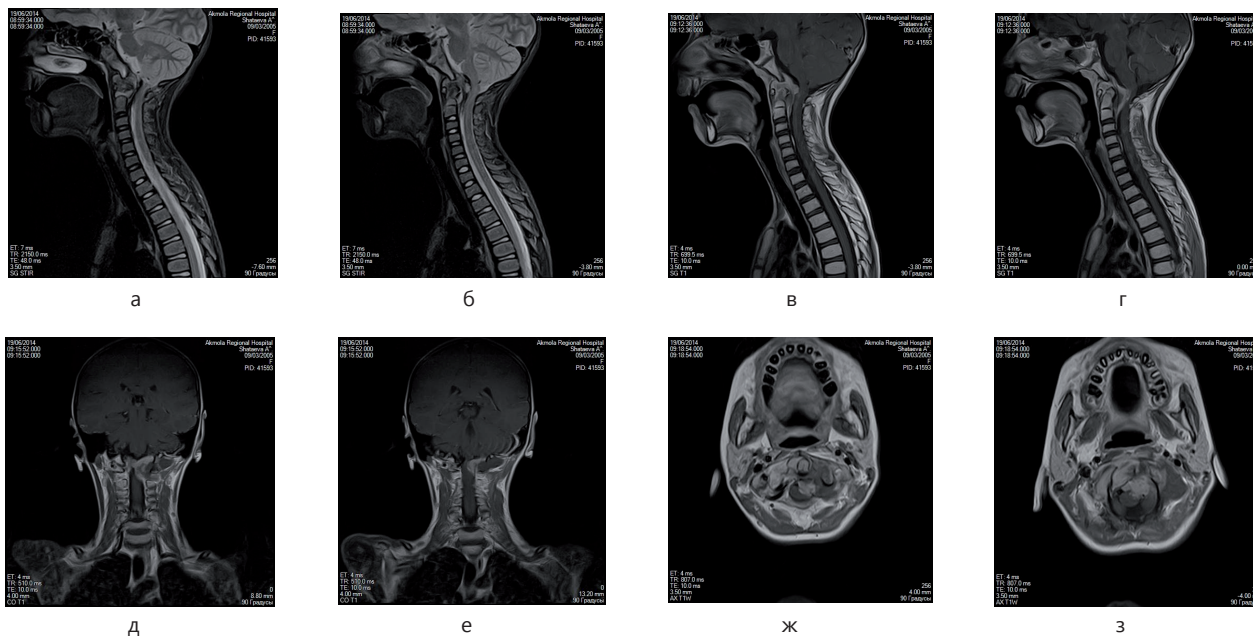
МРТ до операции
